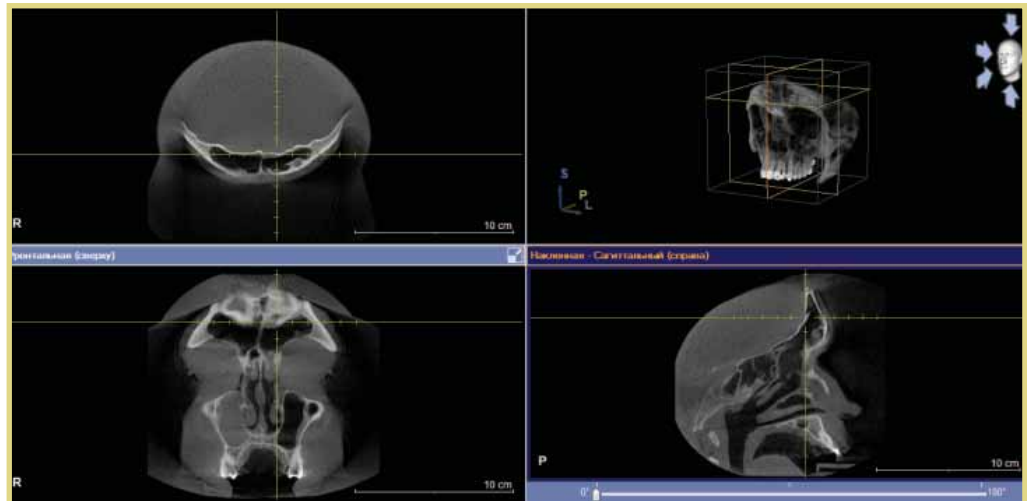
3D-компьютерная томограмма ОНП после удаления остеоомы лобной пазухи
